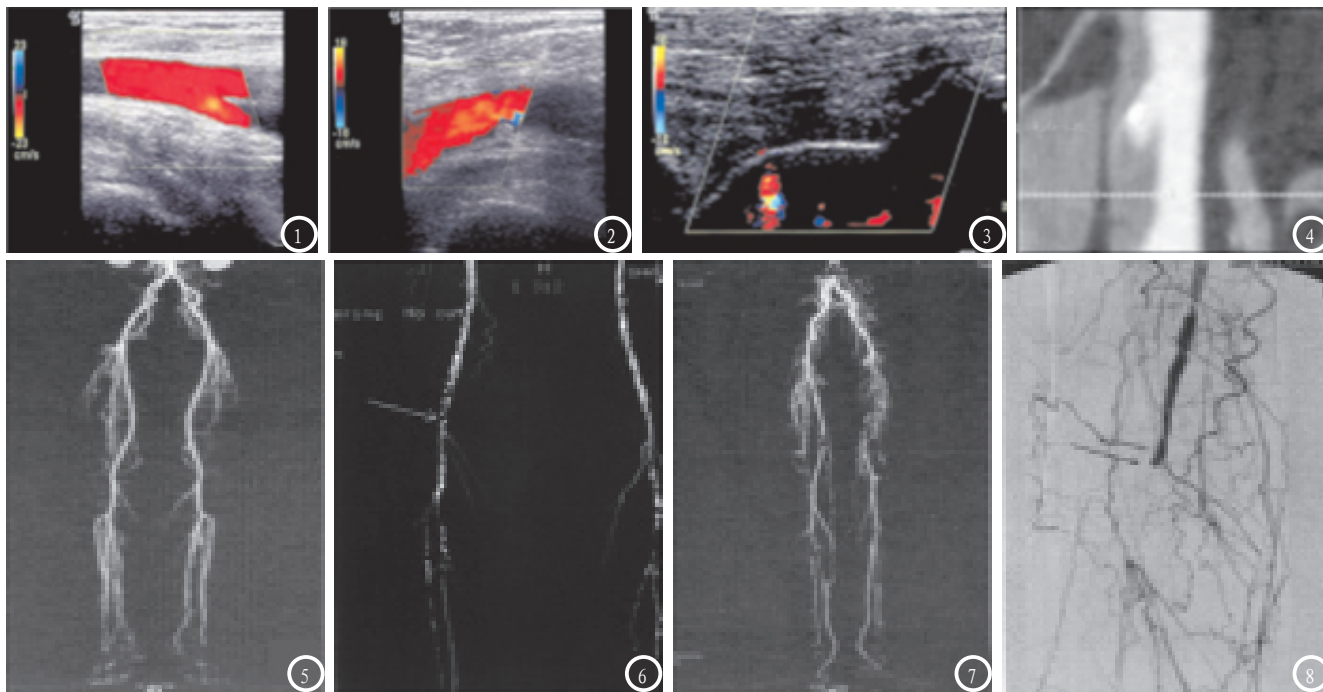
LEAD多普勒超声、CTA、DSA图像。图1-3 为多普勒超声图。图1 为正常股动脉彩色血流充盈完整；图2 为狭窄股动脉彩色血流缺损；图3 为闭塞足背动脉无血流。图4-7 为CTA图。图4 为右髂总动脉狭窄；图5 为正常下肢静脉；图6 为右侧股动脉串珠状狭窄，髂动脉中段闭塞，右胫前动脉闭塞；图7 为双侧股动脉、腘动脉局部闭塞。图8 为DSA图，与图6 为同一例患者。
